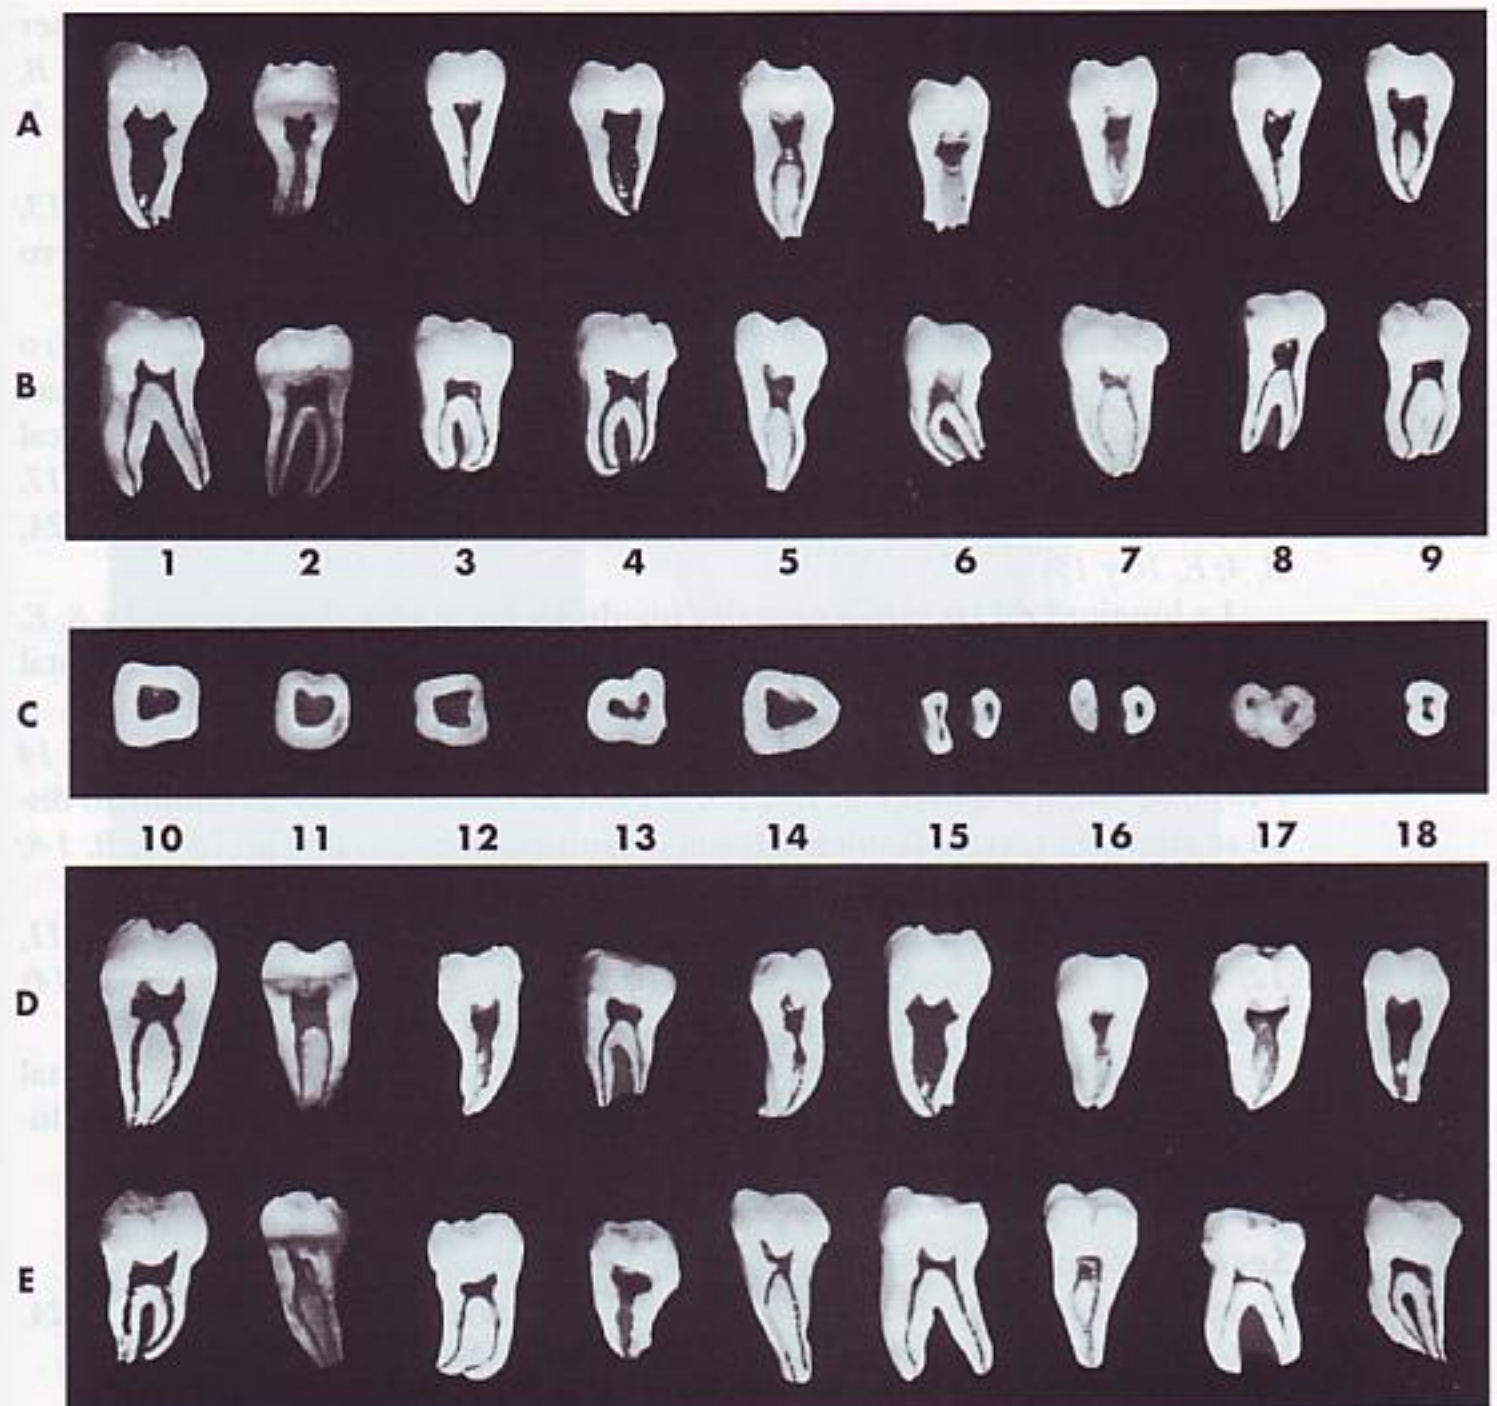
Tercer molar mandibular. A, sección vestibulolingual mostrando la superficie mesial y distal de la cavidad pulpar. Esta proyección no se puede ver en las radiografías dentales. B, sección mesiodistal mostrando la superficie vestibular y lingual de la cavidad pulpar. C, cinco secciones transversales en la línea cervical, y cuatro en la parte media de la raíz. D, sección vestibulolingual mostrando la superficie mesial y distal de la cavidad pulpar. E, sección mesiodistal mostrando la superficie vestibular y lingual de la cavidad pulpar.
